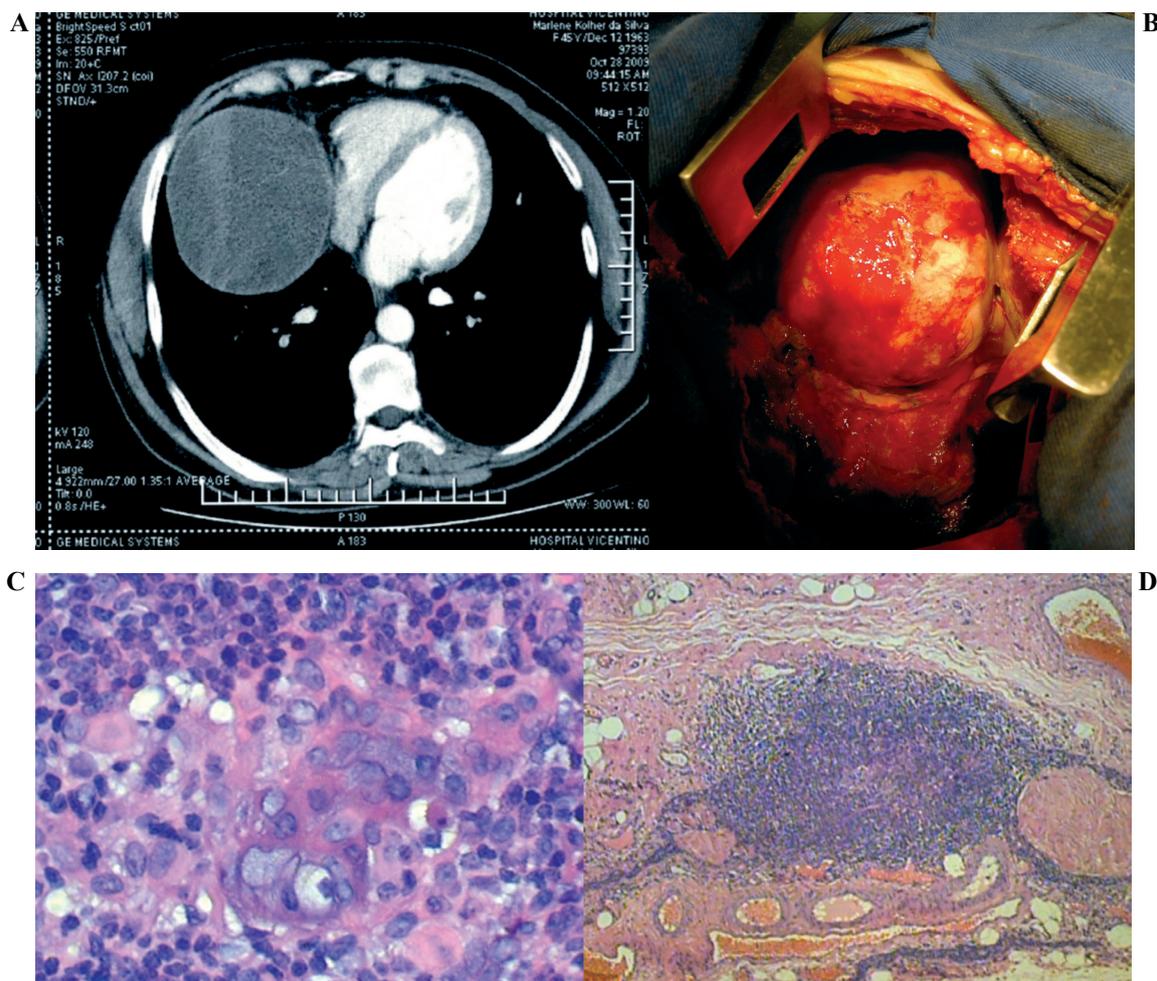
A: Tomografia computadorizada indicando massa bem delimitada, de contornos regulares, e em contato íntimo com o coração e com a parede torácica ântero-lateral à direita. B: Toracotomia direita evidenciando massa gigante aderida à face direita do pericárdio e ao pulmão direito. C: Corpúsculo de Hassall (várias camadas concêntricas de células reticulares epiteliais em um arranjo de “cebola”). A célula reticular geralmente ocupa o centro do corpúsculo de Hassall, e as células da medula formam uma camada em torno desse centro. D: Corpúsculo de Hassall no contexto da lesão (aumento menor)
